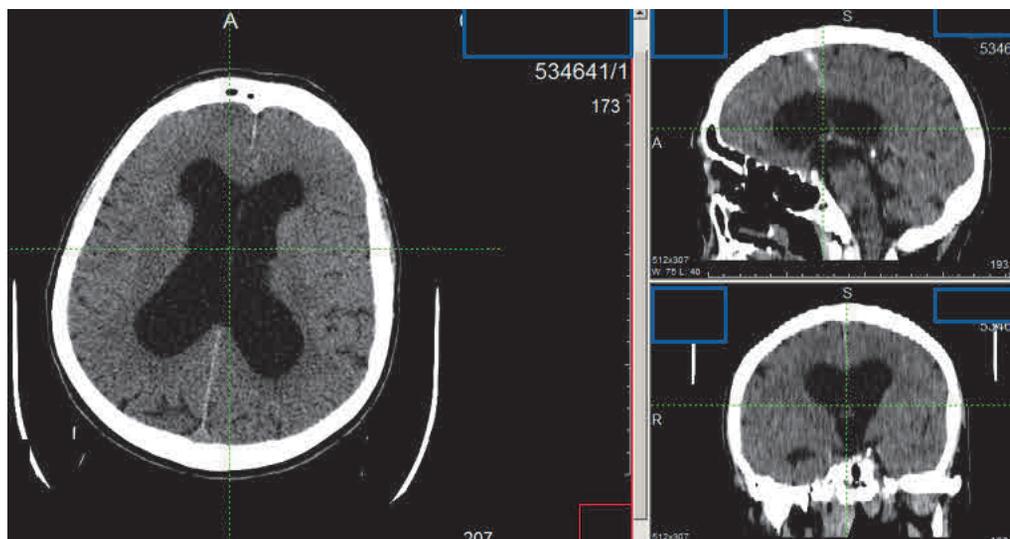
КТ головного пациентки К. (вентрикуломегалия с перивентрикулярным отеком)
